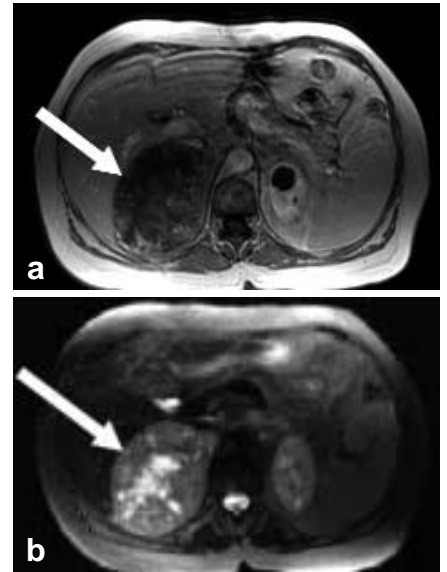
MRT-T1a und -T2b gewichtetes Bild eines 10 cm großen rechtsseitigen NNR-Karzinoms mit typisch inhomogener Struktur
